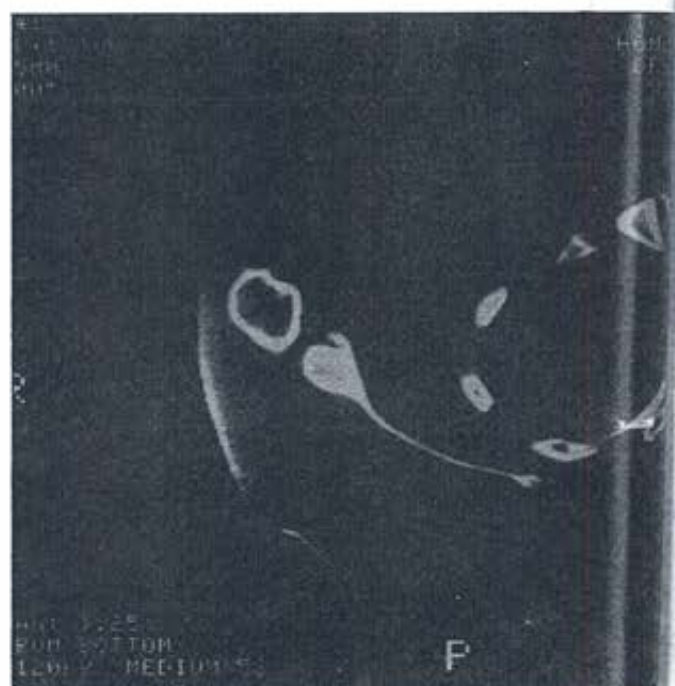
TAC hombro derecho observese avulsión del periostio junto a la glenoides.
